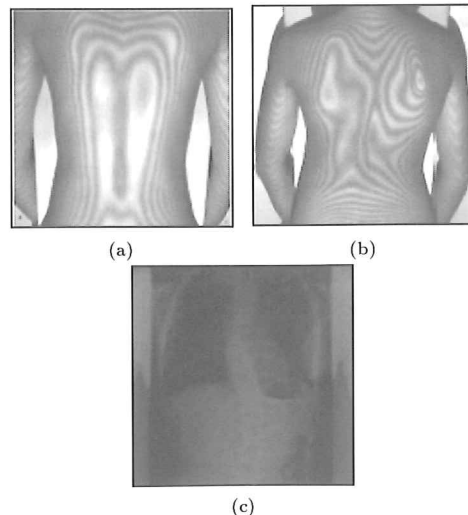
モアレ画像の例;(a)正常例,(b)異常例,(c)(b)の低線量X線画像。
